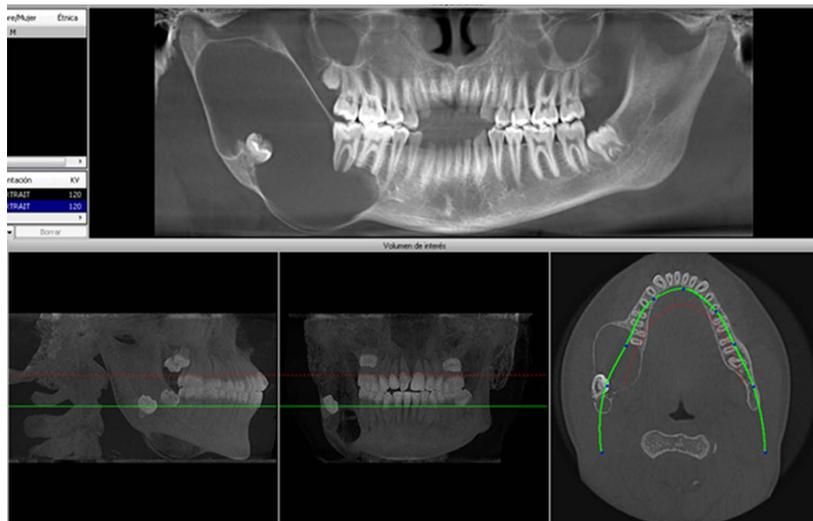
Imagen de tomografía Cone Beam.
